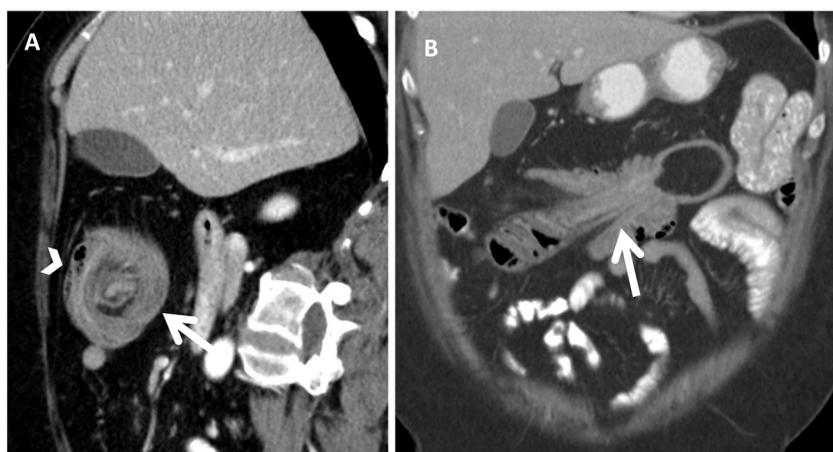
Tomografía computarizada. A) Sección transversal de invaginación intestinal; se observa imagen en «diana» o «donuts» (flecha) con lipoma en su centro, así como los vasos y grasa mesentérica en la periferia (punta de flecha). B) Sección longitudinal de la invaginación; se observa el colon con paredes engrosadas, grasa y vasos mesentéricos introduciéndose en la invaginación.
